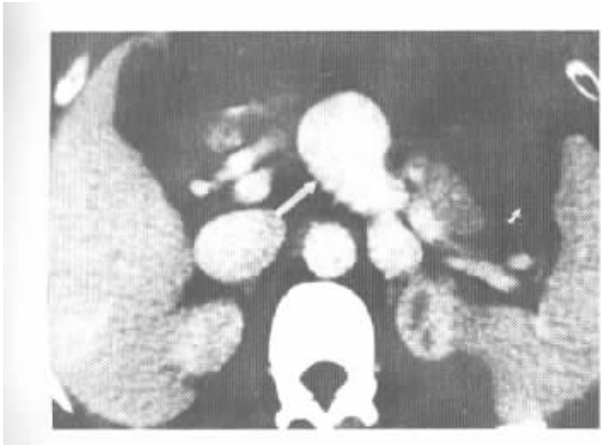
增强 CT 腹主动脉前方见异常(白箭头)球形血管密度影与扩大的左肾静脉相连
